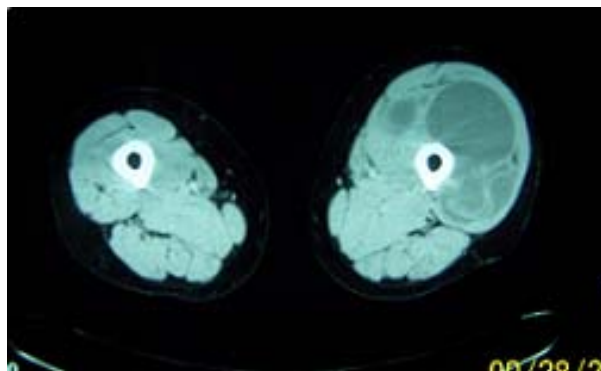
Corte coronal de tomografía computada
